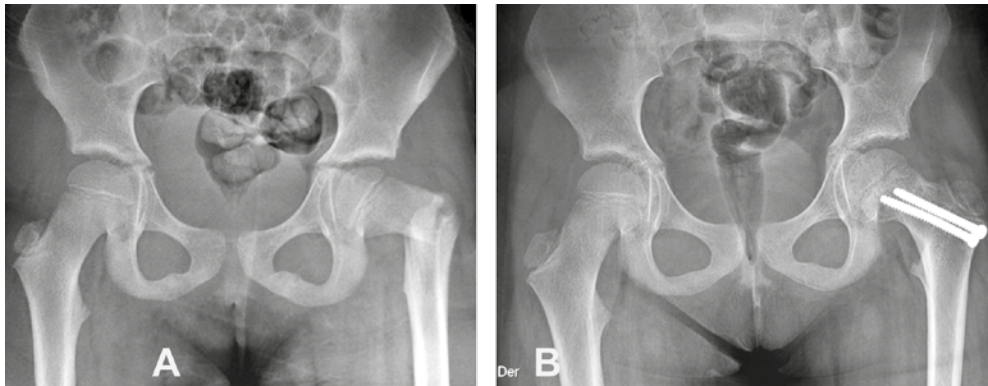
Radiografía de cadera izquierda AP con fractura de cuello femoral operada con OTS.
